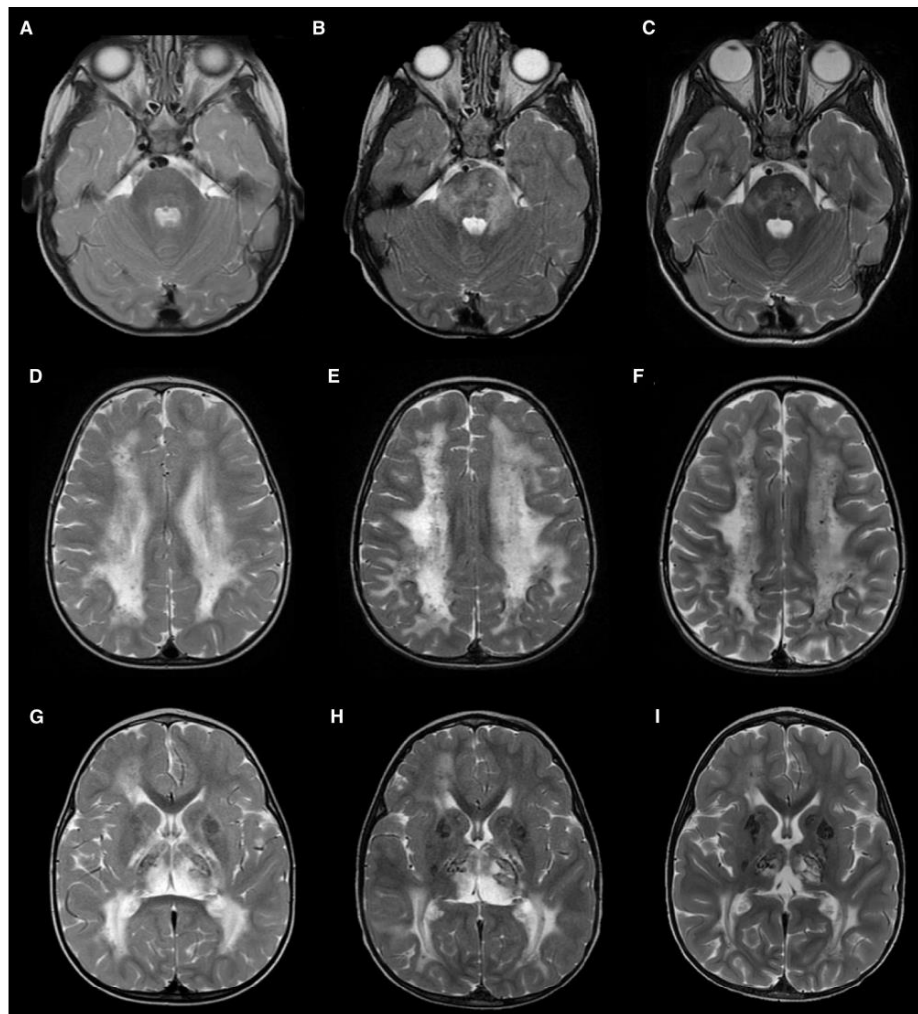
Comparative cranial magnetic resonance imaging (MRI) before and after the treatment. Cranial MRI at 19 months (A, D, and G), before starting bevacizumab at age three years and four months (B, E, and H), and after six months of treatment (C, F, and I). MRI before bevacizumab (B, E and H) shows increased white matter involvement in the pons, mesencephalus, both cerebellar peduncles, and thalami when compared with the initial imaging (A, D, and G). Note the apparent decrease in abnormal white matter volume after bevacizumab in (C, F, and I). Cerebral atrophy with increased subarachnoid space is shown in (F).
